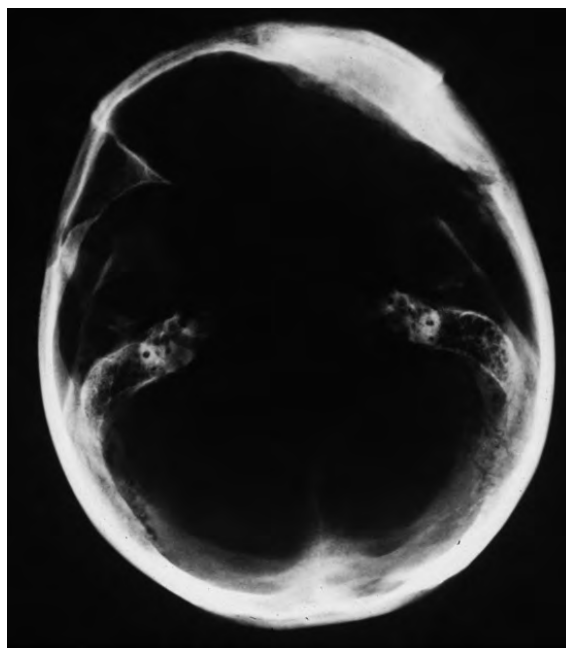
Radiografia del crani de Notre-Dame-Du-Bourg.
